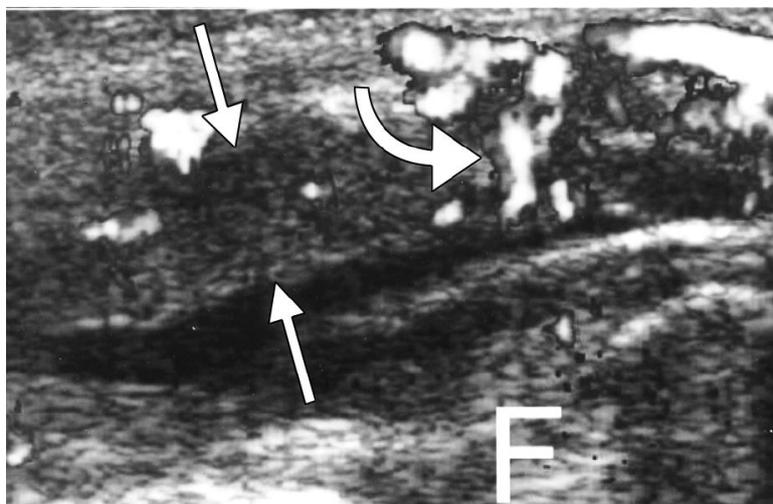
Ecografia di una donna di 58 anni 26 mesi dopo PTG. Si evidenzia un aumento dell'ipertrofia sinoviale associata all'artrofibrosi. L'Ecografia Power Doppler attraverso il recesso pararotuleo mediale del ginocchio mostra una prominente neovascolarizzazione (freccia curva) nelle parti ventrali e mediali della membrana sinoviale ispessita (tra frecce dritte). F = condilo femorale. (16)
